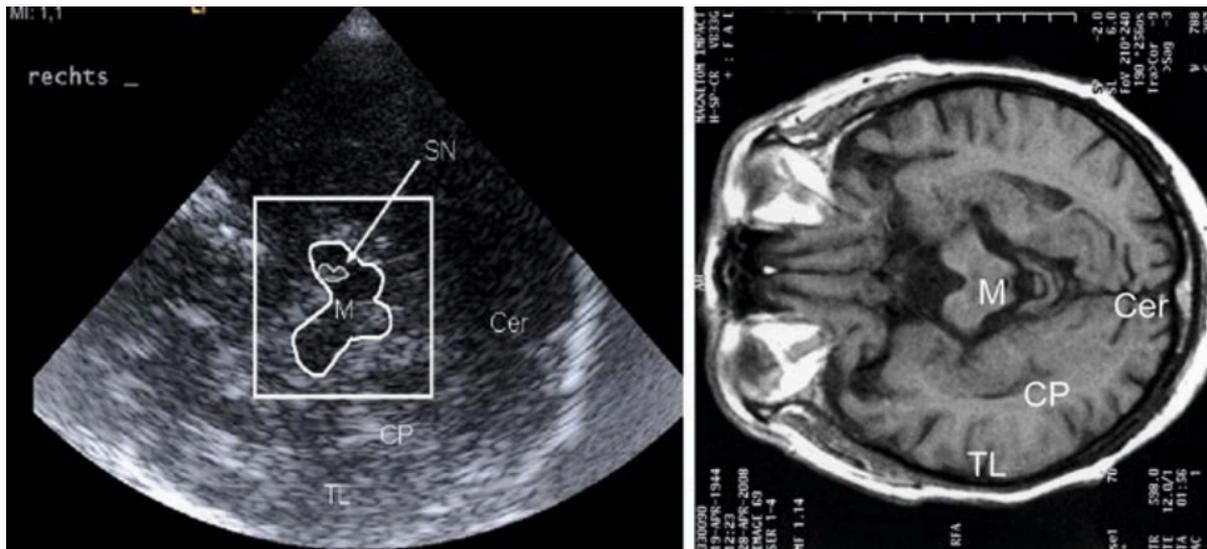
Darstellung der Substantia nigra (SN) in der transkraniellen Sonographie
